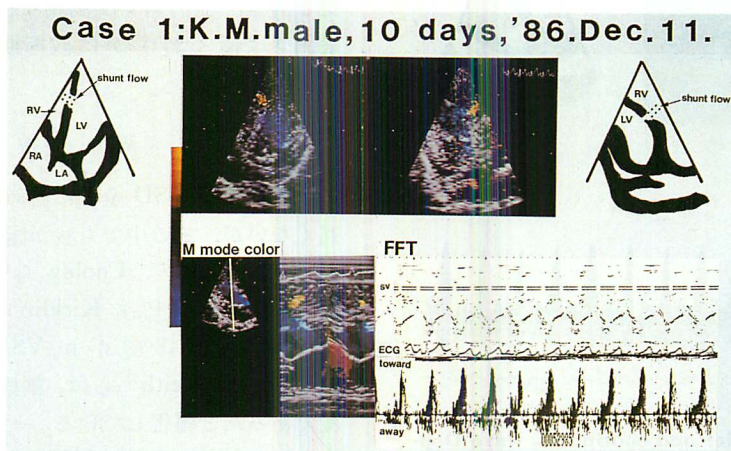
Color Doppler echocardiograms and pulsed Doppler echocardiogram of Case 1.
